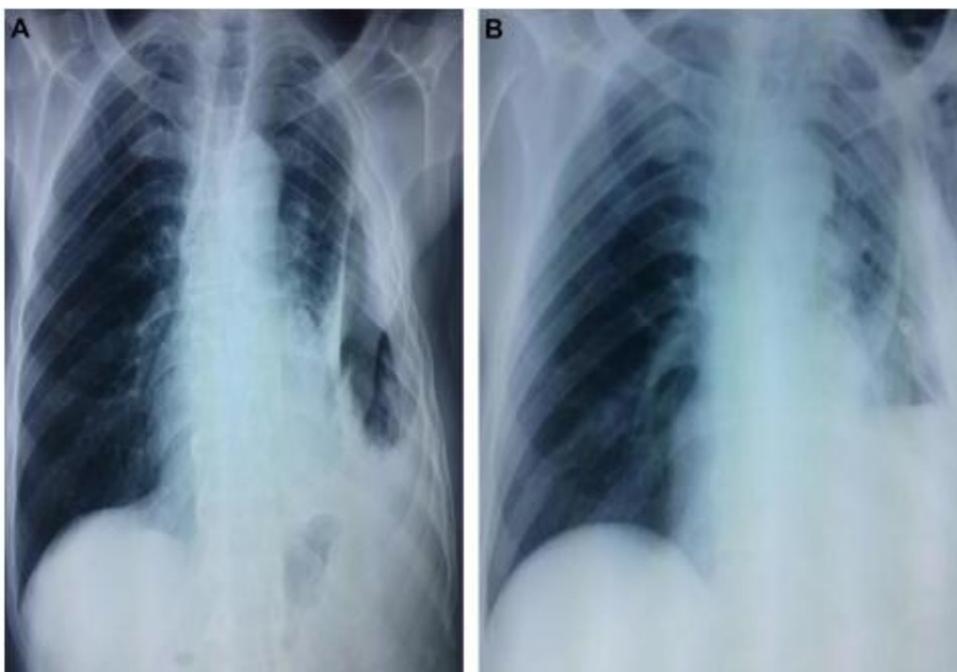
A. Aspect radiographique d'un pyothorax post-tuberculeux avec poche pleurale chronique et calcifiée gauche. B. Aspect radiographique après thoracostomie, puis thoracomyoplastie de comblement [82].
